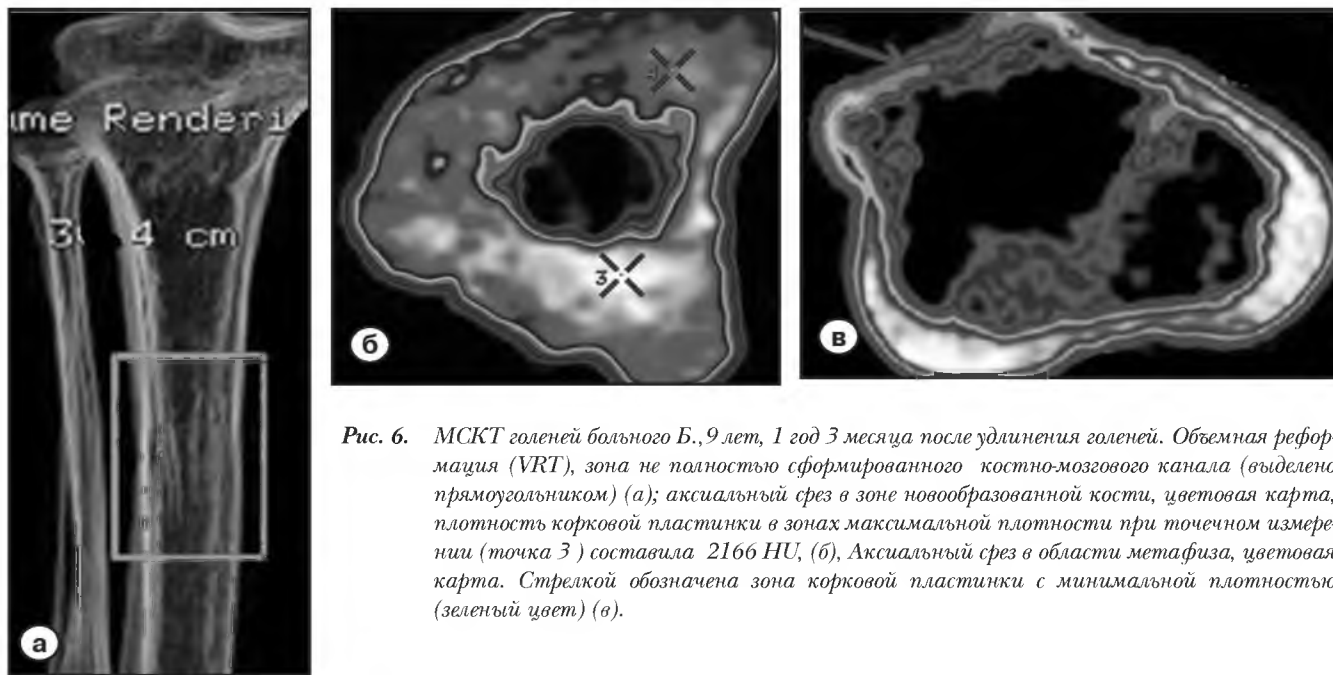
МСКТ голени больного Б., 9 лет, 1 год 3 месяца после удлинения голени. Объемная реформация (VRT), зона не полностью сформированного костно-мозгового канала (выделено прямоугольником) (а); аксиальный срез в зоне новообразованной кости, цветовая карта, плотность корковой пластинки в зонах максимальной плотности при точечном измерении (точка 3) составила 2166 HU, (б), Аксиальный срез в области метафиза, цветовая карта. Стрелкой обозначена зона корковой пластинки с минимальной плотностью (зеленый цвет) (в).
